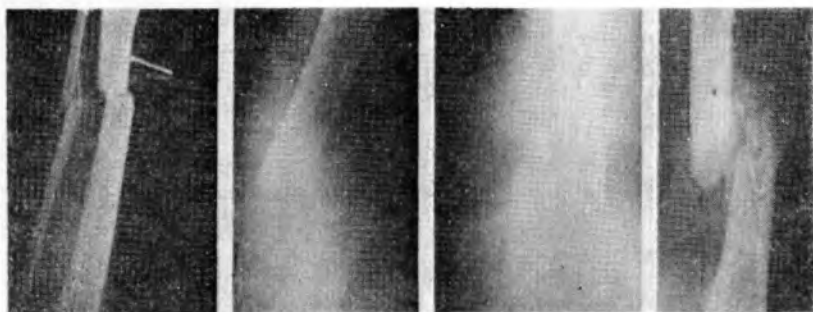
Рентгенограмма больной П. при поступлении в БТиО
